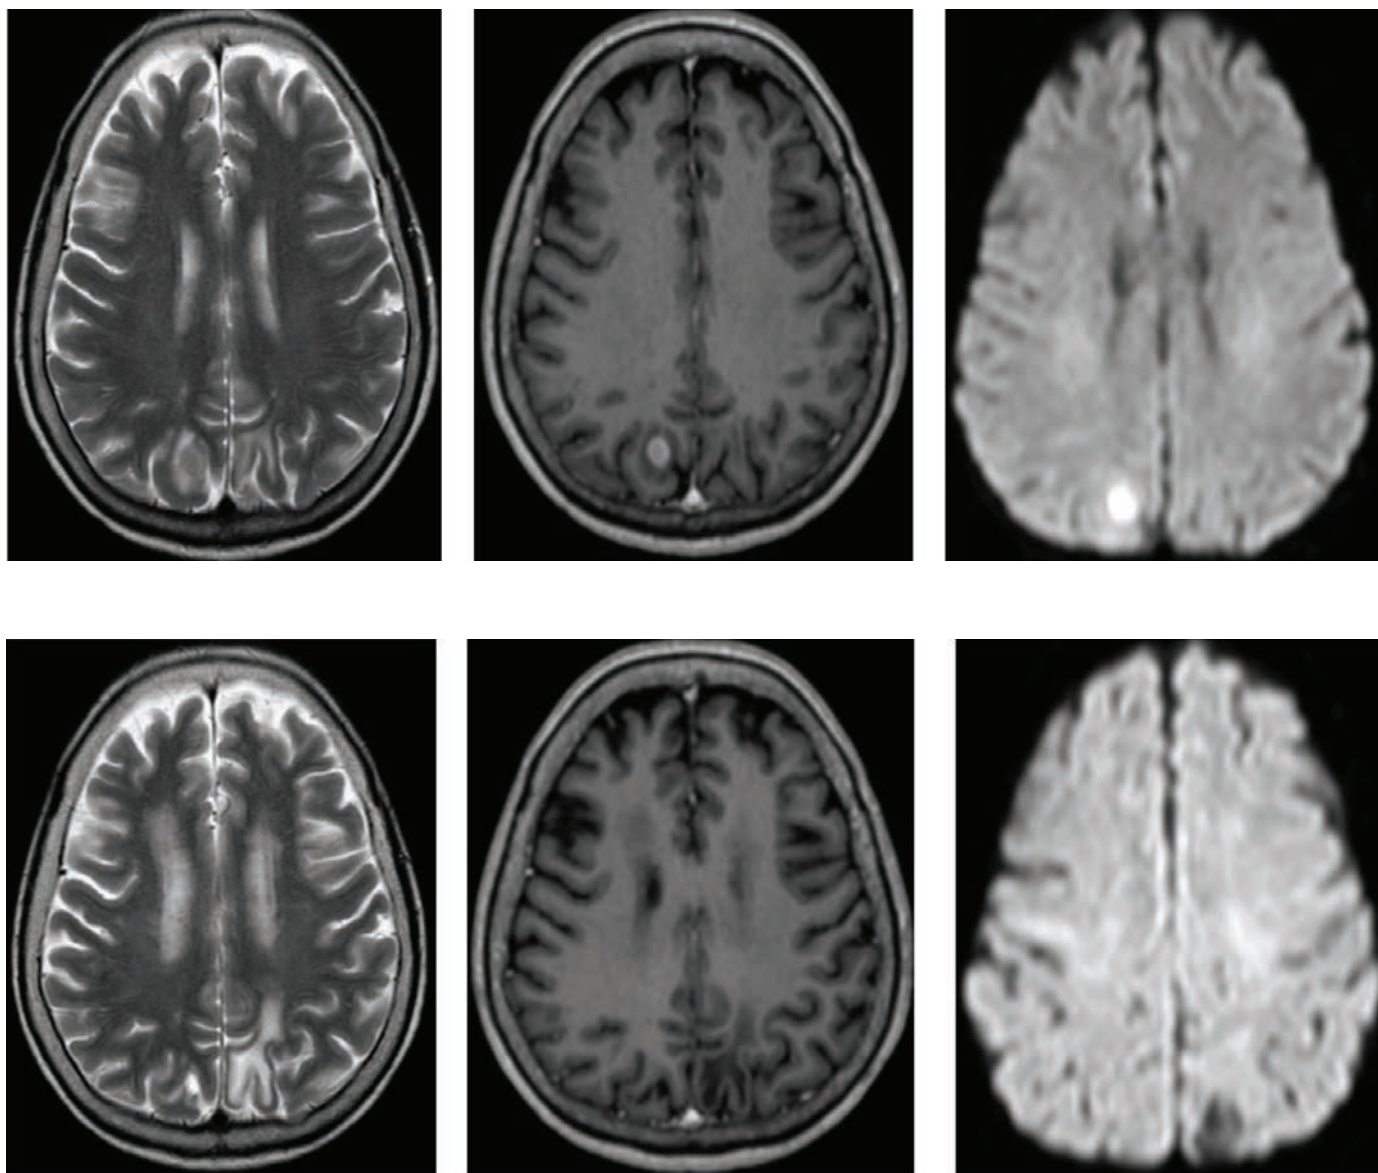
Пацієнтка П., 58 років, історія хвороби №120735. Метастази раку ендометрія у лівій тім'яній області. МРТ перед СРХ ( $T_233$  – а,  $T_133+c$  (з контрастуванням) – б, Д33 (дифузійно-зважене зображення) – с), через 1,5 міс. ( $T_233$  – д,  $T_133+c$  – е), через 3 міс. після СРХ ( $T_233$  – ф,  $T_133+c$  – г, Д33 – г).
